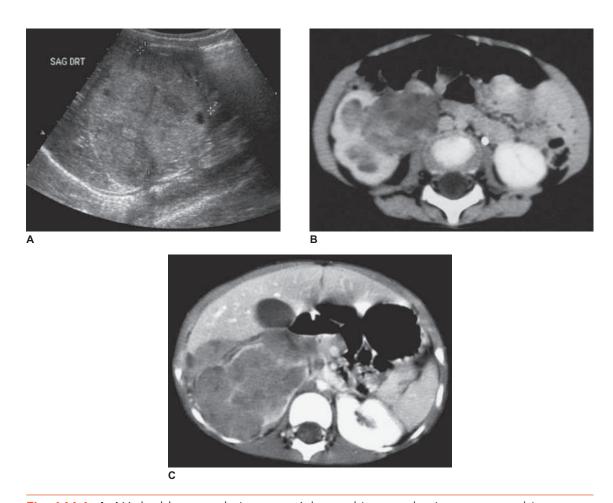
A. Néphroblastome droit, aspect échographique : volumineuse tumeur bien limitée, échogène, hétérogène avec de petites zones anéchogènes, kystiques ou nécrotiques. B. Néphroblastome droit en tomodensitométrie : la tumeur centrorénale est prolabée dans le bassinet et la partie haute de l'uretère. C. Néphroblastome droit en tomodensitométrie : franchissement capsulaire, envahissement de la graisse périrénale et thrombose cave. Source : Devred P, Gorincour G, Bourlière B, Petit P, Lambot K, Coze C, Faure F. Tumeurs du rein et des voies excrétrices chez l'enfant. Encycl Med Chir (Elsevier, Paris), 34-117-A-20, 2004.
